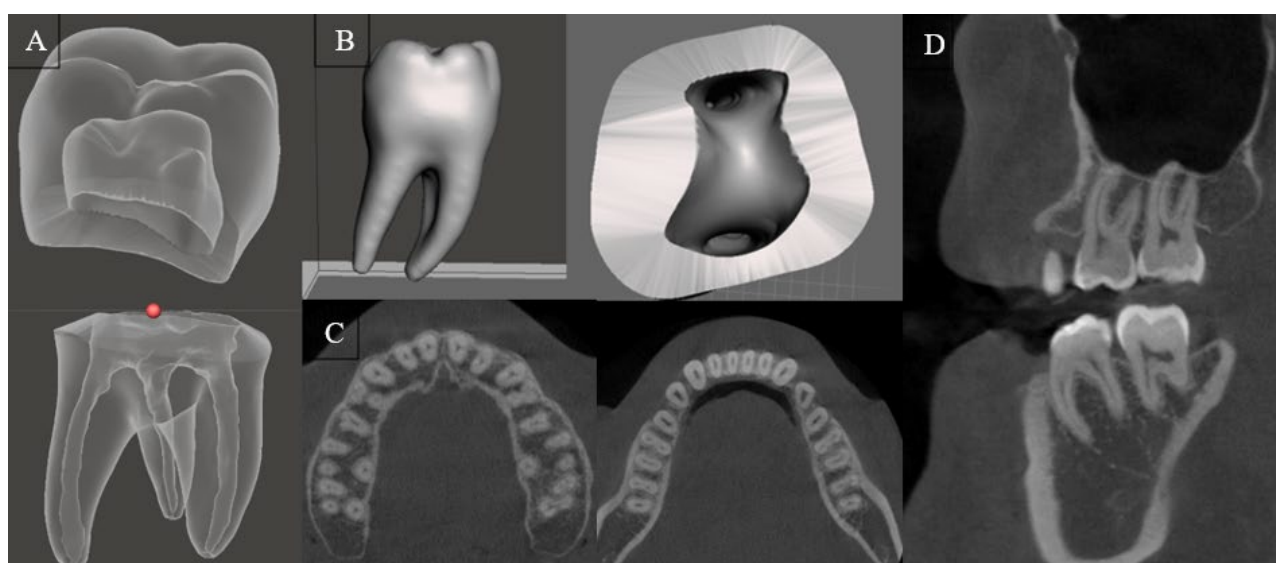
A) Modelos STL de la pieza vista transparente. B) Modelos STL de la pieza vista sólida. C) Tomografía corte coronal. D) Tomografía corte axial.
